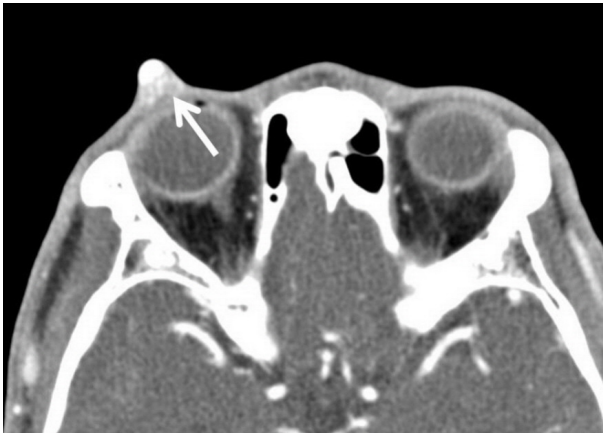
Contrast enhanced orbital computed tomography. It shows 7 × 8 sized, contrast enhancing round mass in right upper eyelid (arrow).
